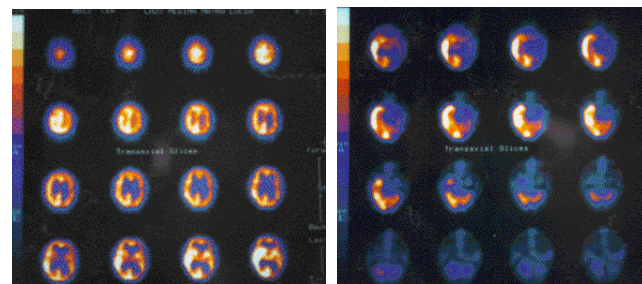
Estudio de SPECT (99mTc-HMPAO) en fase aguda anormal por hiperperfusión hemisférica córtico-subcortical derecha.
